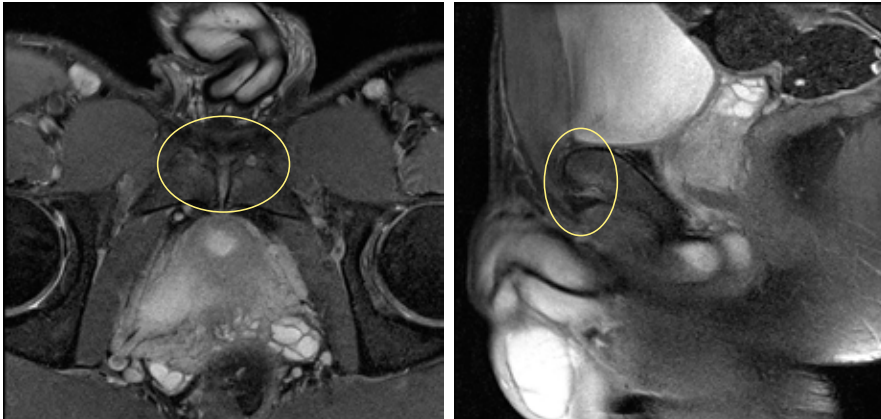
Imagem RM no plano axial e sagital em DP FS – entese do músculo adutor longo com espessamento do tendão, hipersinal intratendinoso e delaminação da inserção púbica.
